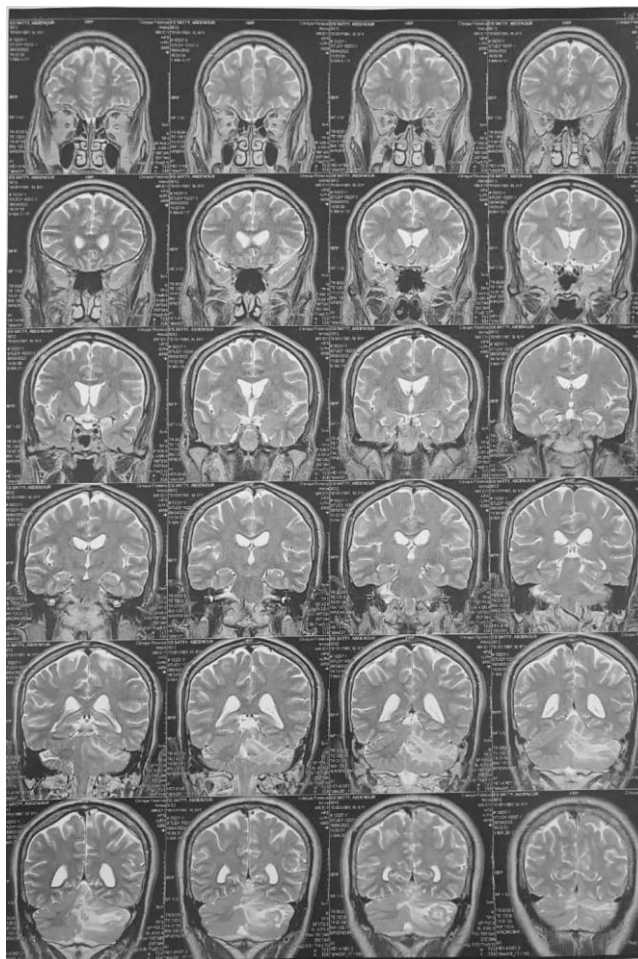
IRM cérébral montrant une lésion de l'hémisphère cérébelleux gauche avec un bord irrégulier isointense en T1, prenant le contraste en périphérie
